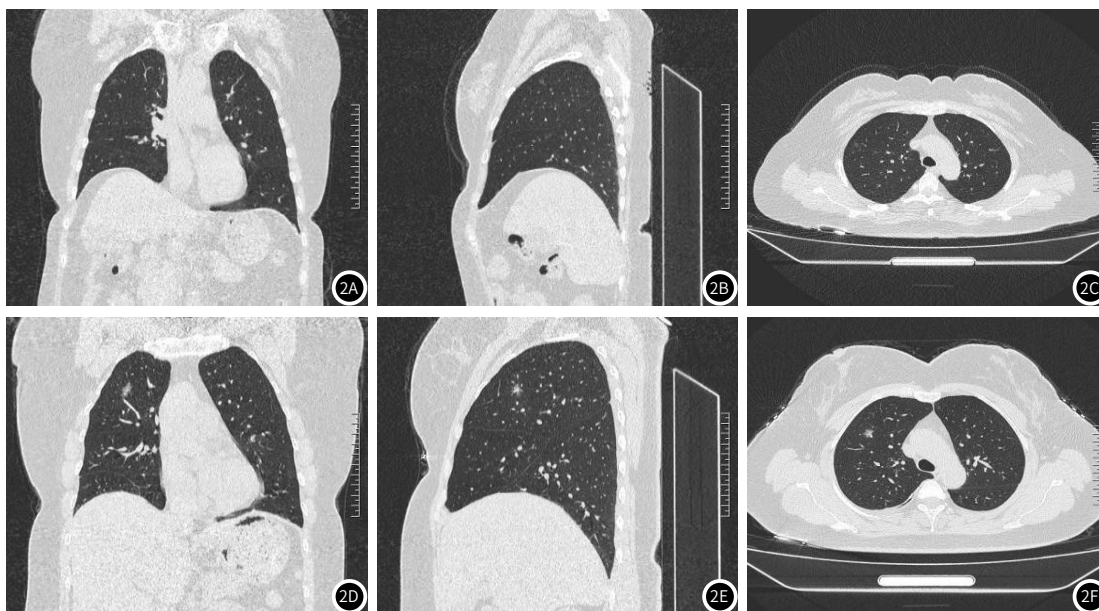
典型病例影像学图像(图2A-图2C为病例1,女,62岁,右上肺非浸润性磨玻璃结节。图2A:CT冠状位成像;图2B:CT矢状位成像;图2C:CT横断位成像。图2D-图2F为病例2,女,42岁,右上肺浸润性磨玻璃结节,图2D:CT冠状位成像;图2E:CT矢状位成像;图2F:CT横断位成像)。
